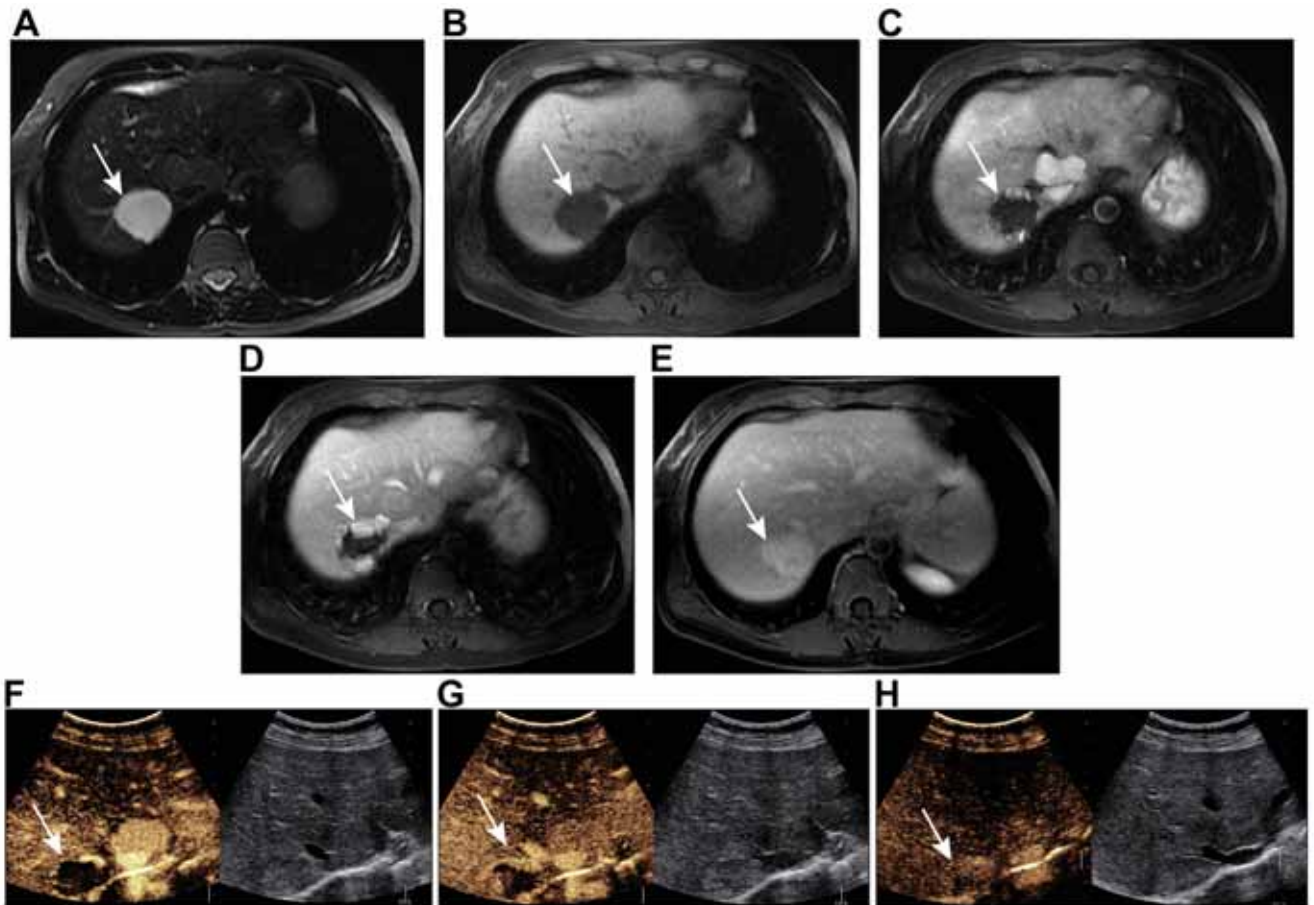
МРТ (A) и УЗИ с контрастированием (B) типичной гемангиомы, прилежащей к ОУГ. Гемангиома (белая стрелка) резко гиперинтенсивна в режиме T2 и гипоинтенсивна в режиме T1 (C–E). На МРТ с контрастным усилением видно периферическое прерывающееся усиление с последующим завершающим заполнением в отсроченной фазе (F–H). Такое же усиление видно и на ультразвукограммах с контрастированием. Заметно, что прилежащая к ОУГ гемангиома не содержит ее центрального элемента.
